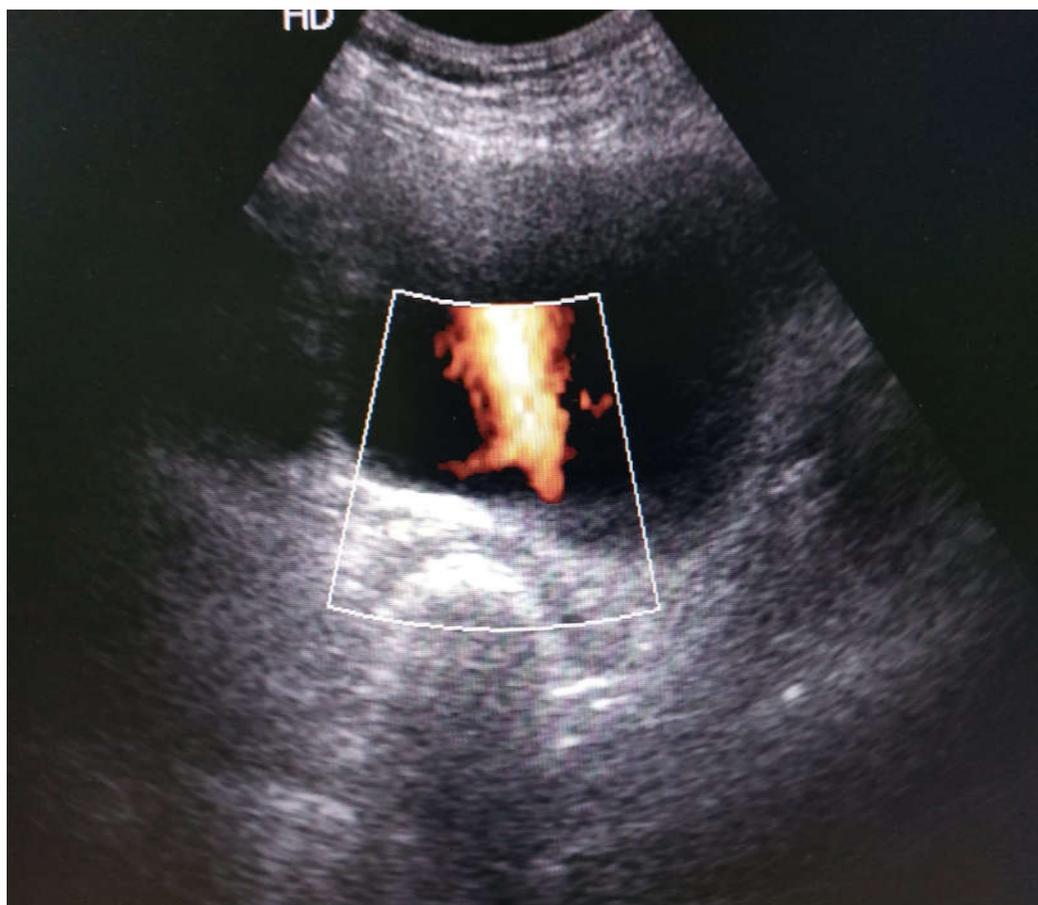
УЗИ мочевого пузыря с ЦДК выбросов мочи из устьев мочеточников на фоне ФСП по Почерниковой у беременной К., 25 лет (подгруппа С): блок обеих почек
